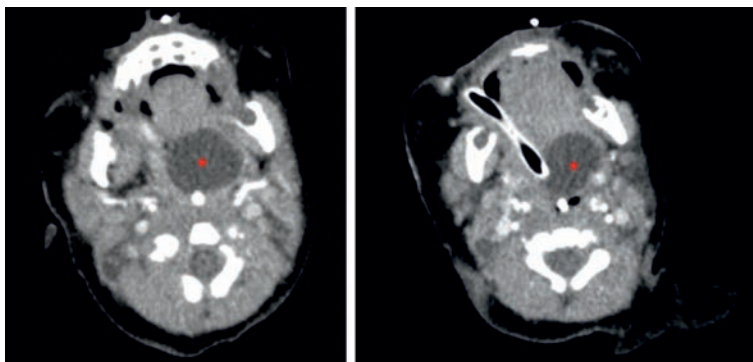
Y 2: TC con contraste intravenoso de cuello: marcada con un asterisco, podemos observar una lesión de 24 x 18 x 21 mm (craneocaudal x anteroposterior x transversa), redondeada, de bordes bien delimitados y con contenido con atenuación propia de líquido (características de quiste).
